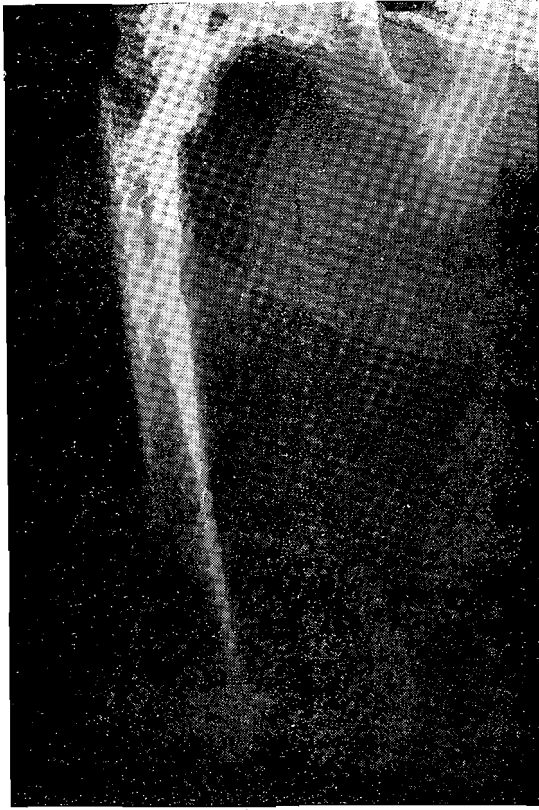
M. Z... — Radiographie à l'admission à la Fondation Bergonié
